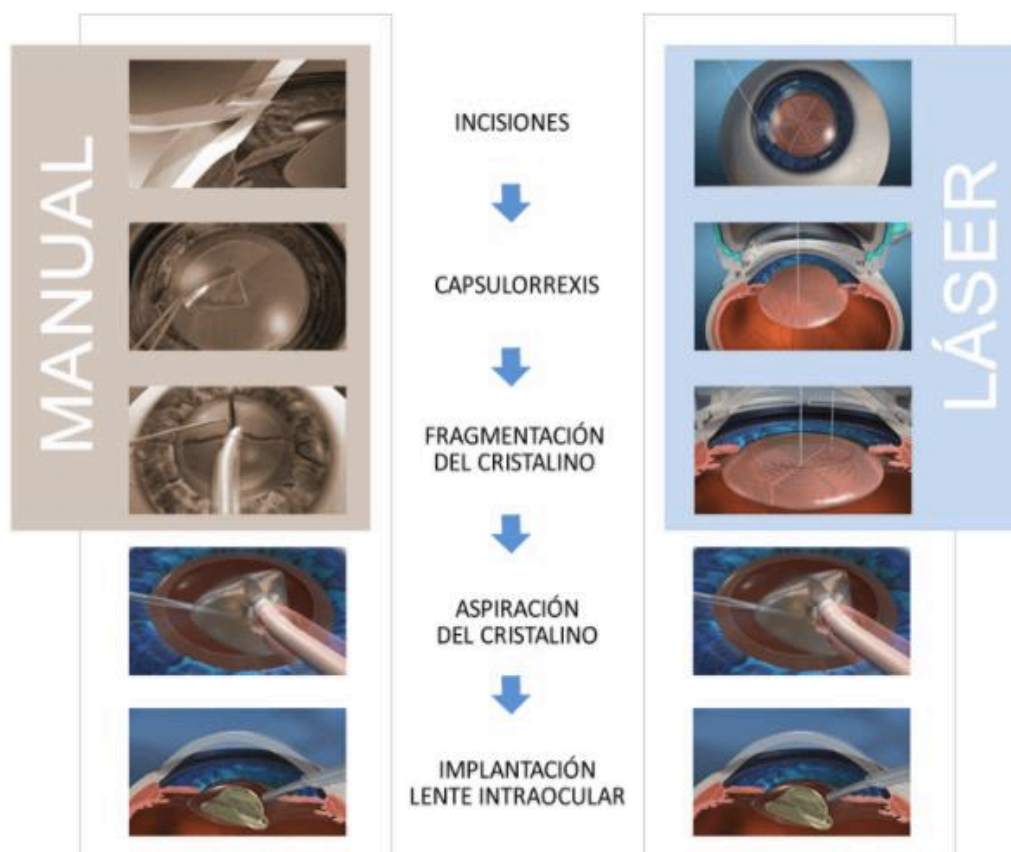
Diferencias entre la cirugía de cataratas manual vs cirugía asistida por láser. Extraído de Día de Alejandro C. Cochrane Database of Systematic Reviews Laser-assisted cataract surgery versus standard ultrasound phacoemulsification cataract surgery⁽²³⁾
